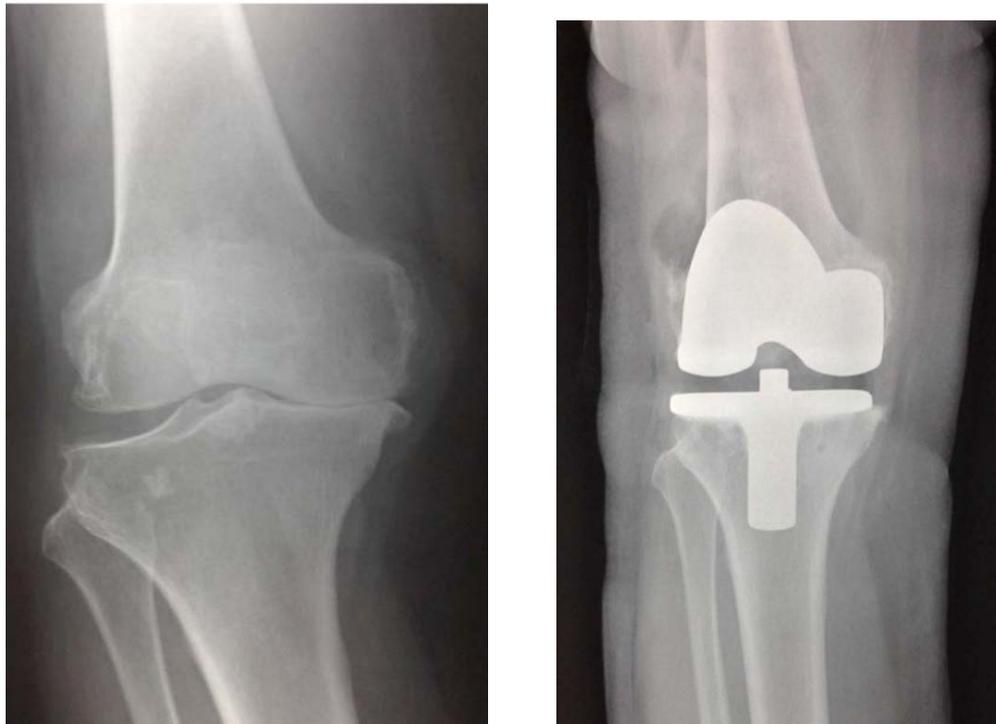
Radiographie de face avant et après la pose d'une PTG droite.
